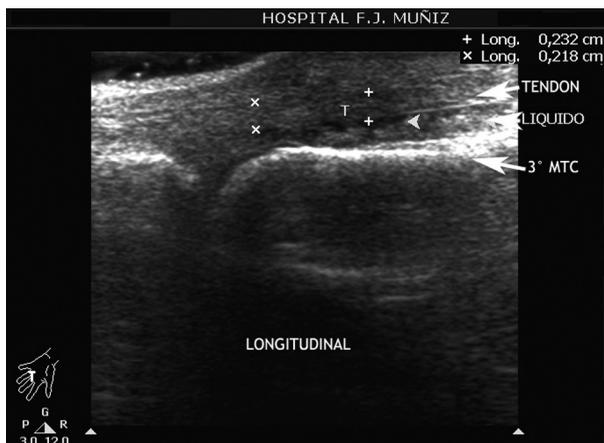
Ecografía de mano derecha, donde se observa engrosamiento del tendón extensor medio, con líquido en la vaina (tenosinovitis)
